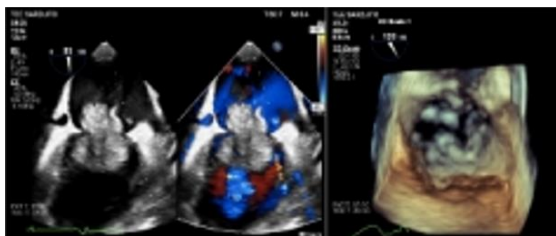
Preoperative trans-oesophageal echocardiogram (TOE) showed an intracardiac mass in the left atrium (LA) measuring approximately 41 mm × 52 mm, mobile, stalked, attached to the interatrial septum (IAS), with protrusion into the left ventricle (LV), mild pericardial effusion, and no LA SEC or thrombus, suggesting cardiac myxoma.
